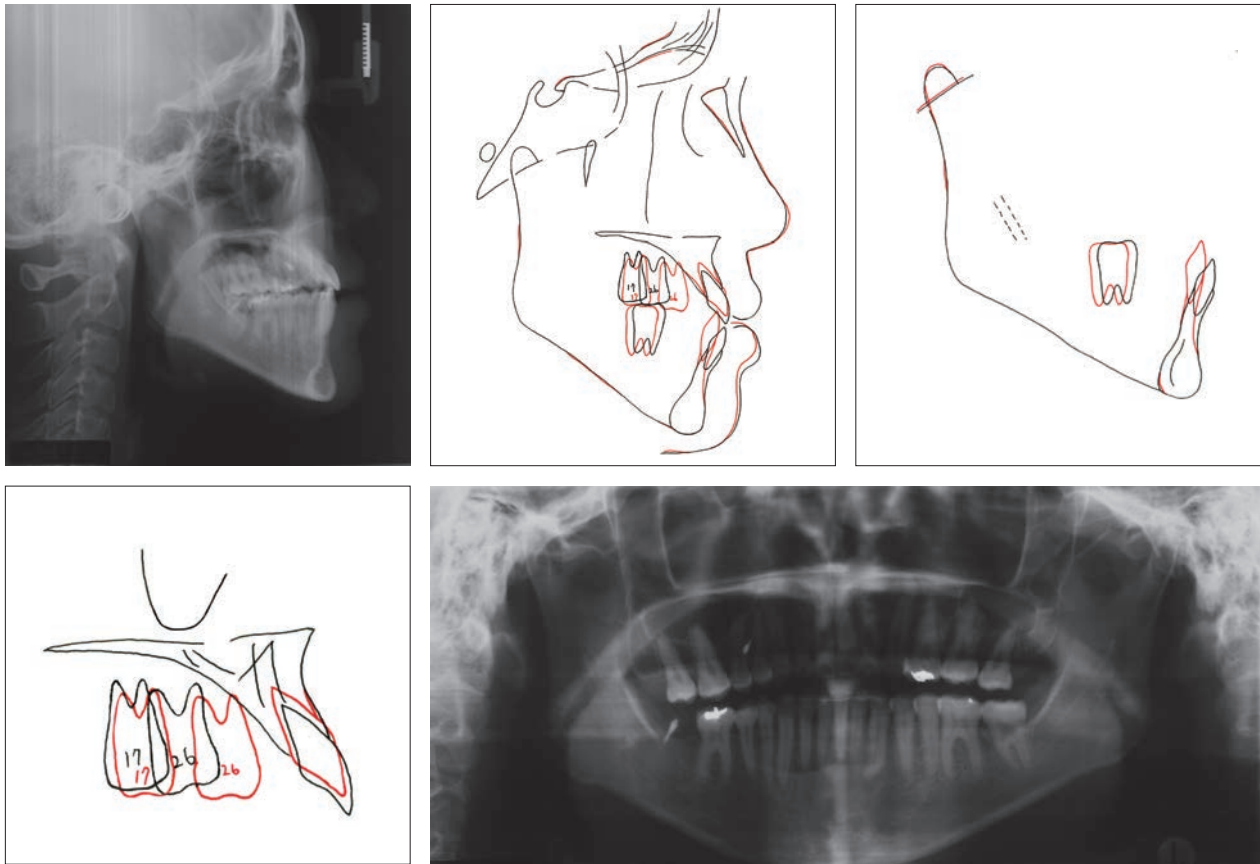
Post-treatment X-rays and superimposition tracing.
